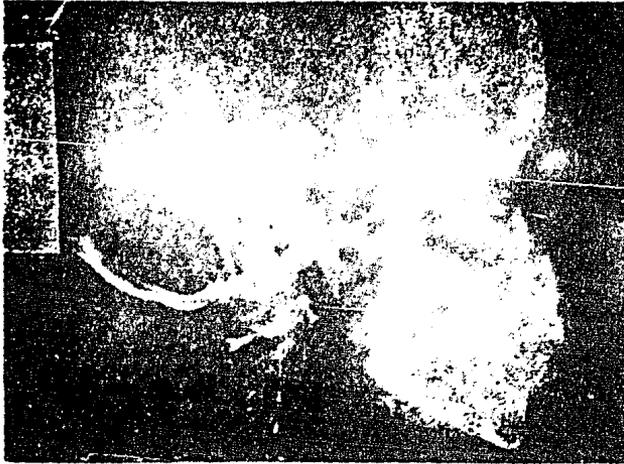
Radiografía cefalométrica lateral que muestra una mordida abierta anterior, el perfil esquelético y el del tejido blando convexos.
